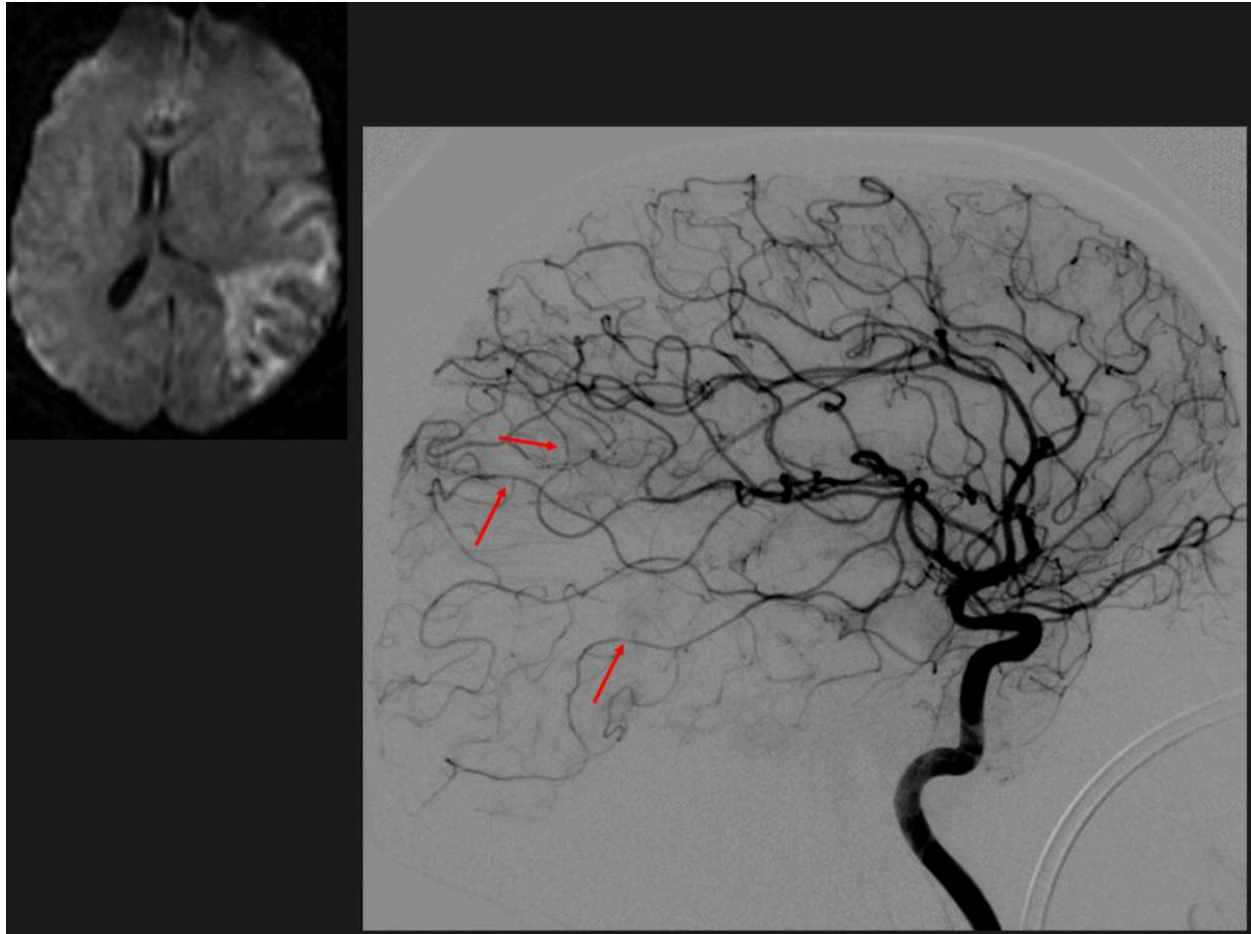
Vasculitis cerebral primaria. Imagen de RM con secuencia de difusión (b1000) que demuestra afectación de la señal de resonancia en forma de hiperseñal de topografía cortico-subcortical temporo-parietal izquierda, en el contexto de múltiples lesiones de isquémicas en fase aguda-subaguda en los territorios superficial de la ACM izquierda y la ACP derecha. Imagen de arteriografía selectiva en carótida interna izquierda, con presencia de múltiples estenosis segmentarias en segmento cortical de ACM izquierda.
